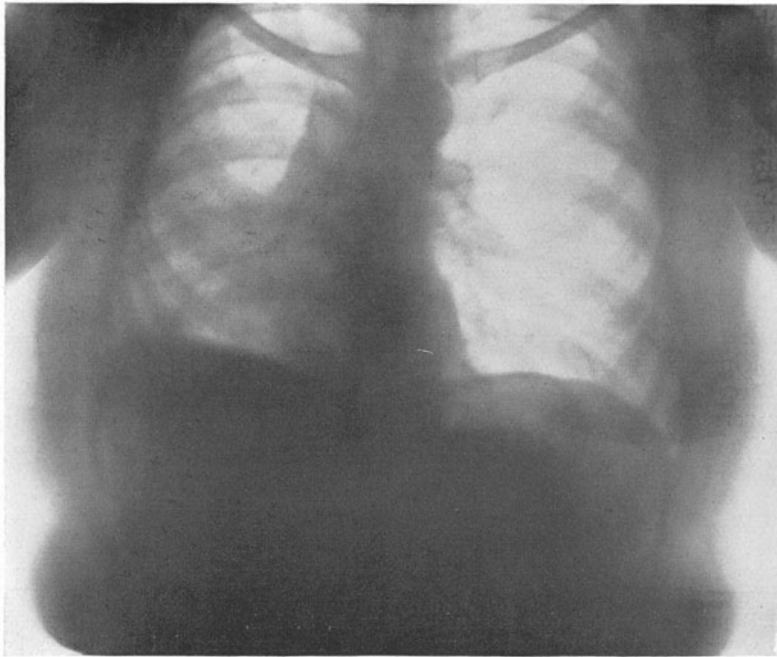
Angebliche kongenitale Dextrokardie durch Röntgenuntersuchung als erworben (Pleuritis) aufgedeckt.
